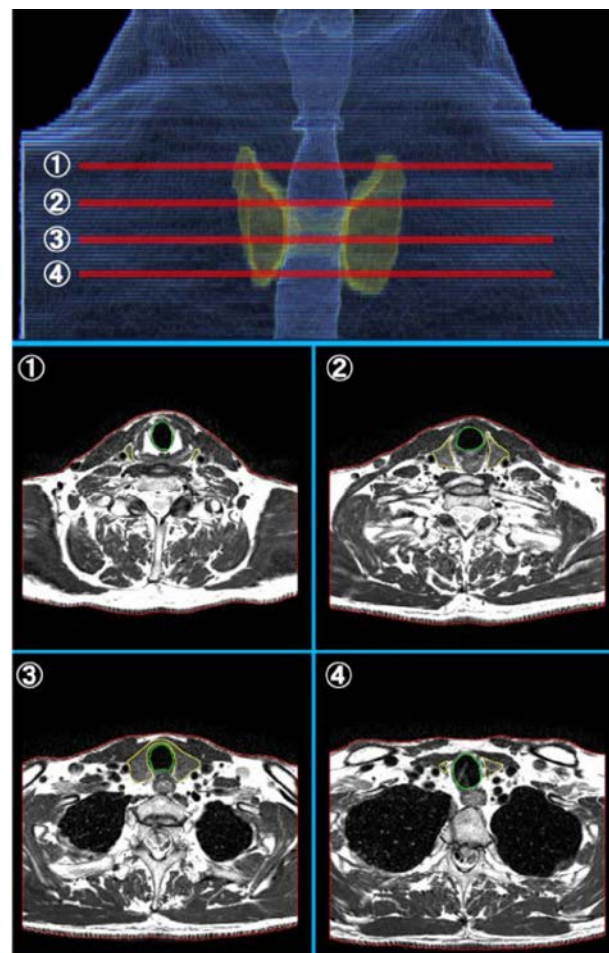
MRI 画像に基づく数値ファントムの作成
